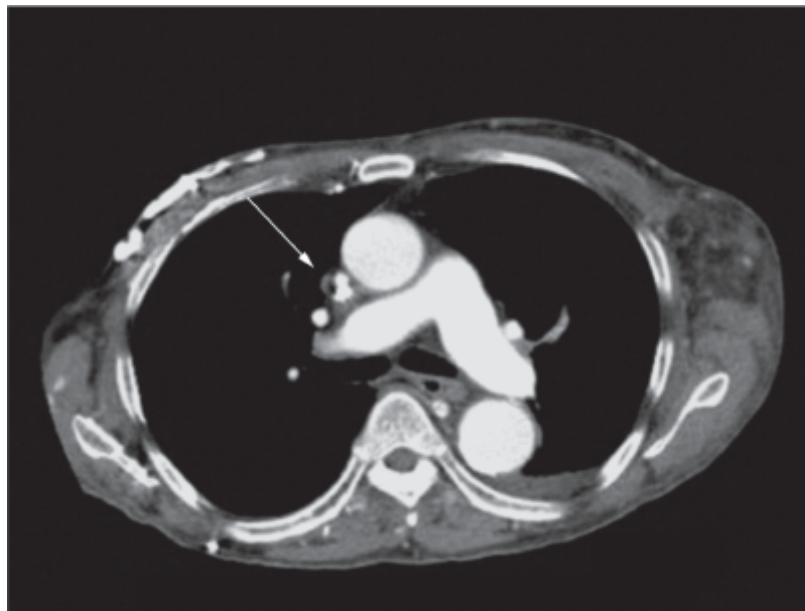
Síndrome da veia cava superior. Tomografia computadorizada de tórax, mostrando compressão da veia cava superior.
